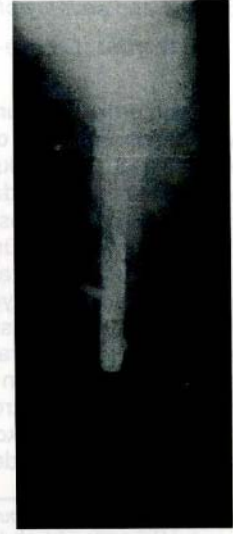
Ameliyat öncesi AP radyografisi
